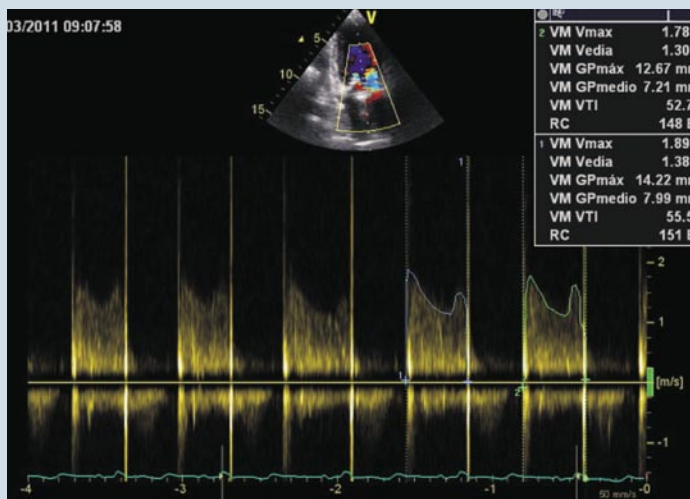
Doppler ecocardiograma TT
